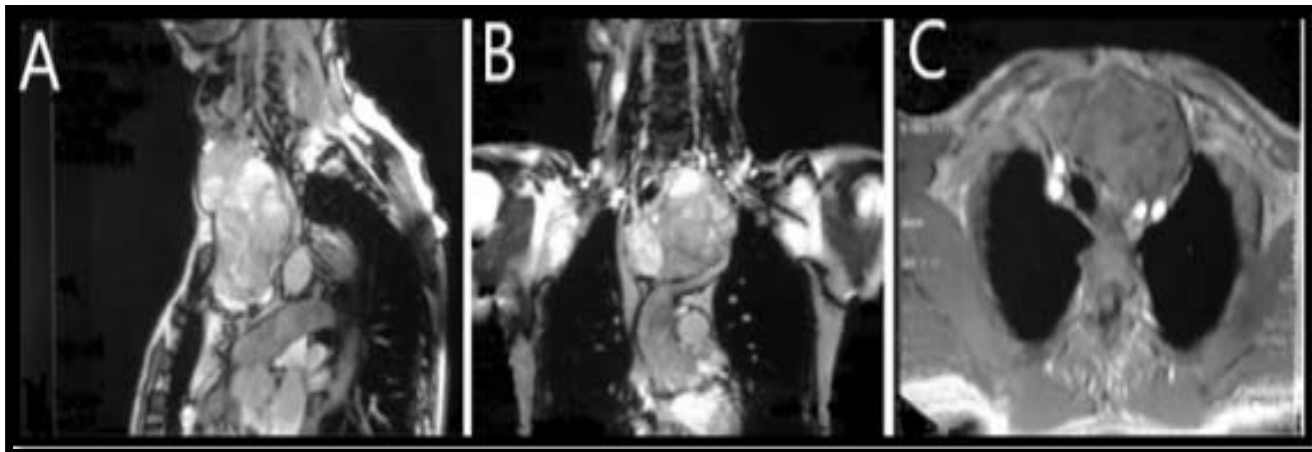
IRM cervico-médiastinale : T2 Coupe sagittale (A) et coupe coronale (B) et T1 après injection en coupe axiale (C). Le prolongement endothoracique du goitre est localisé dans le médiastin antérieur du côté gauche, avec déviation de la trachée vers le côté controlatéral(111)
